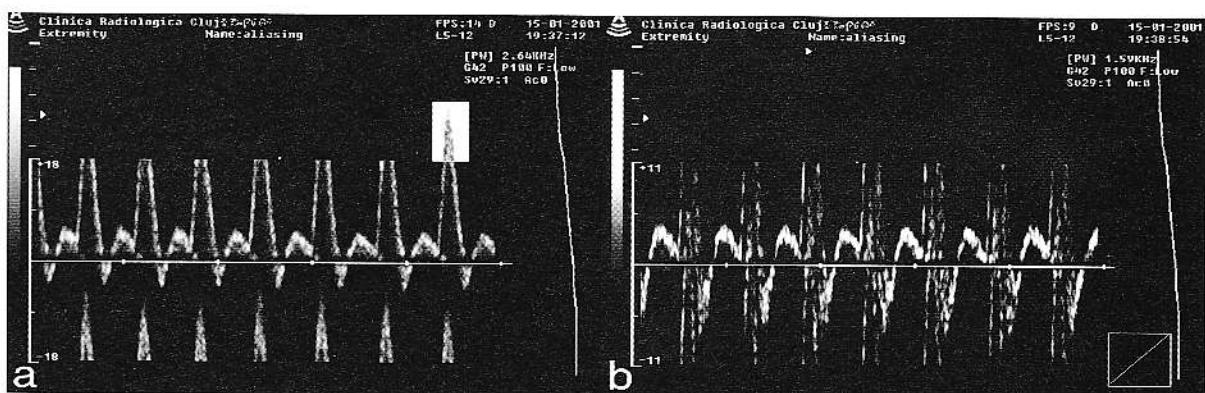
a) Fenomenul de ambiguitate (aliasing) în ecografia Doppler pulsat: porțiunea de traseu Doppler care depășește capacitatea de înscrere a aparatului (figurată ca zonă cu polaritate inversată pe imagine) este înscrisă pe partea opusă a liniei timpului, pornind de la extremitatea traseului spre linia timpului; b) Aliasing multiplu – la depășirea de mai multe ori a limitei Nyquist, traseul Doppler devine neinterpretabil.
